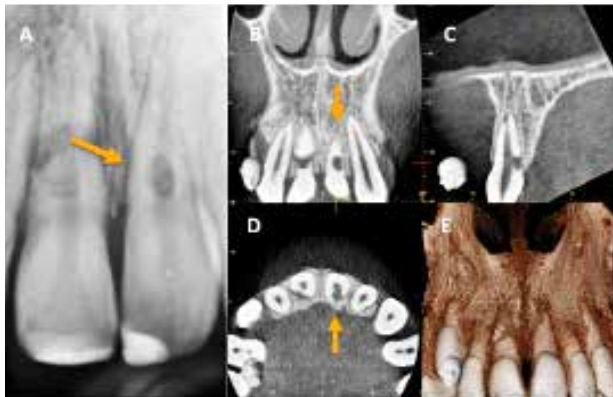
12-årig pige har pådraget sig tandskade i sommerferien. Tandlægen blev opsøgt for akut behandling, men der blev ikke foretaget røntgenologisk undersøgelse. Pigen fik behandlet ukomplicerede kronfrakturer på 1+ og +1 med komposit. Hun får to måneder senere symptomer og henvises til specialistklinik. Ved opfølgning bliver 1+ diagnosticeret med rodfraktur og +1 med rodresorption (A). Rodresorptionen på +1 kan synes at være intern ud fra den intraorale optagelse. Snit fra CBCT viser, at resorptionsprocessen strækker sig langt under knogleniveau (B og C). Et stort brud i overfladen ses på billederne C og D. Med en så stor defekt under knoglekanten vil der være risiko for tab af knogle og blødtvæv omkring tanden. Pga. gunstige kæberelationer (Angle klasse II) blev begge centrale incisiver ekstraheret og mellemrummet lukket ved, at de laterale incisiver blev ført ind.
